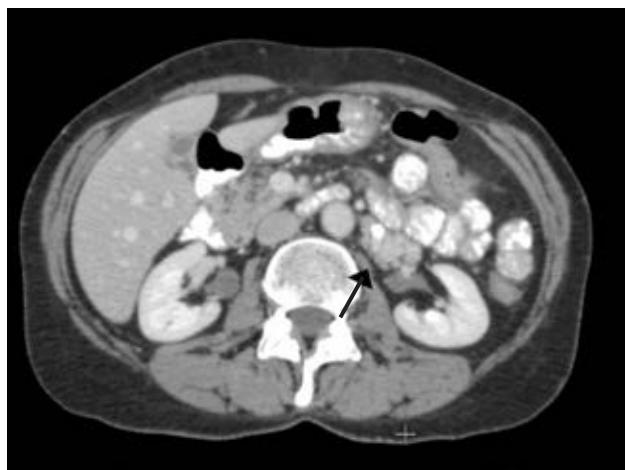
ГТПЖ, КТ, аксиальный срез, болюсное усиление венозная фаза — равномерное накопление контрастного вещества, дольчатая макроструктура. Прилежание к петле тощей кишки и ЧЛС левой почки (стрелка)
